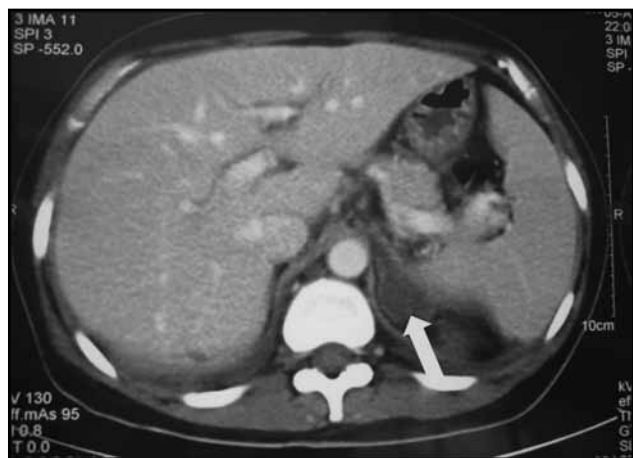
Hemorragia adrenal izquierda y aumento notorio del tamaño de la glándula en la TAC contrastada de abdomen.
